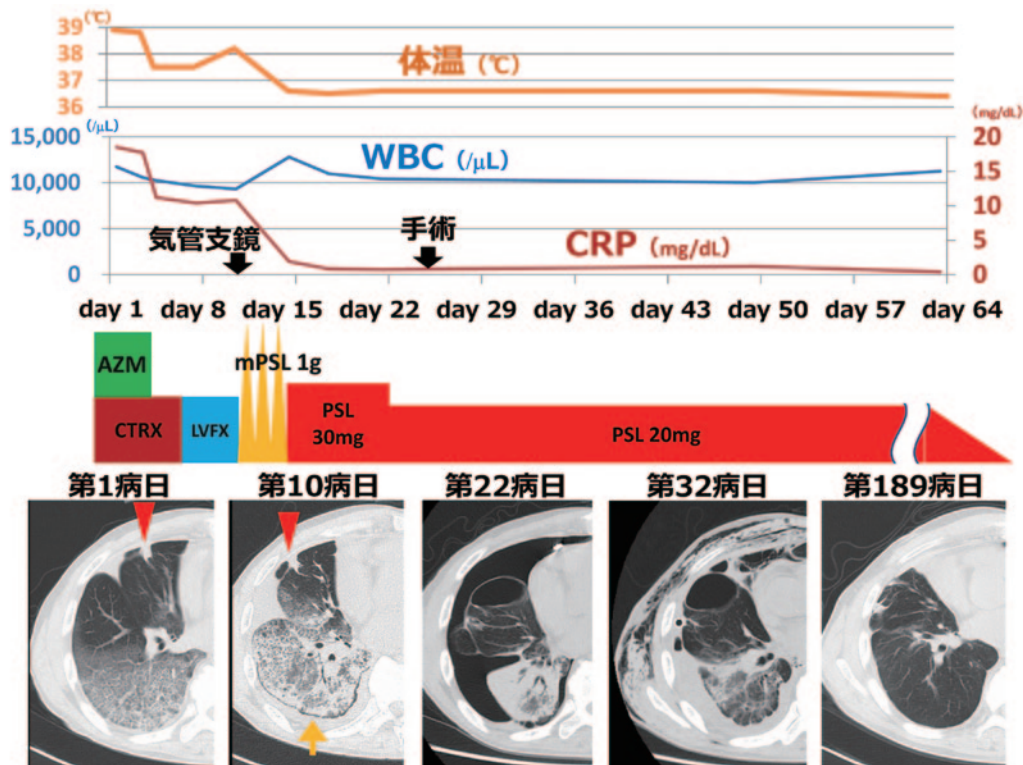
臨床経過. 右下葉の陰影は背側から腹側に拡大し、それに伴って下葉が腹側に牽引されるように強く収縮し、容積減少を認めた. 第10病日の単純CT (矢印) では背側に間隙を認めている. その後右中葉に新規のブラを形成し気胸を発症した. 術後は肺の拡張は良好に得られ、最終的に陰影も消失しステロイドは漸減終了した. ブラ形成には右下葉の収縮と瘢痕 (矢頭) が影響した可能性がある.
